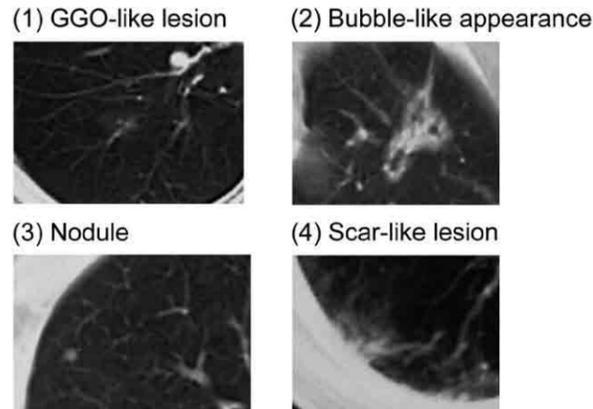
CTで経過が追えた肺癌の初回CT画像所見の分類
